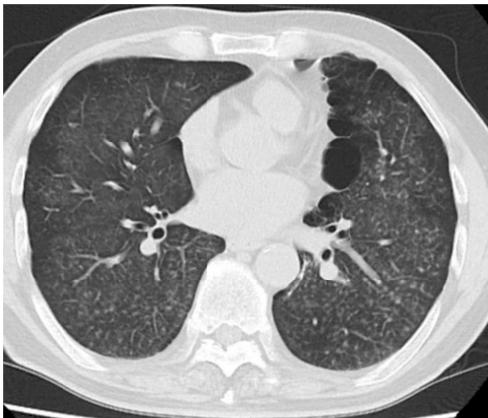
肺野 HRCT 小葉中心性すりガラス影および粒状影
